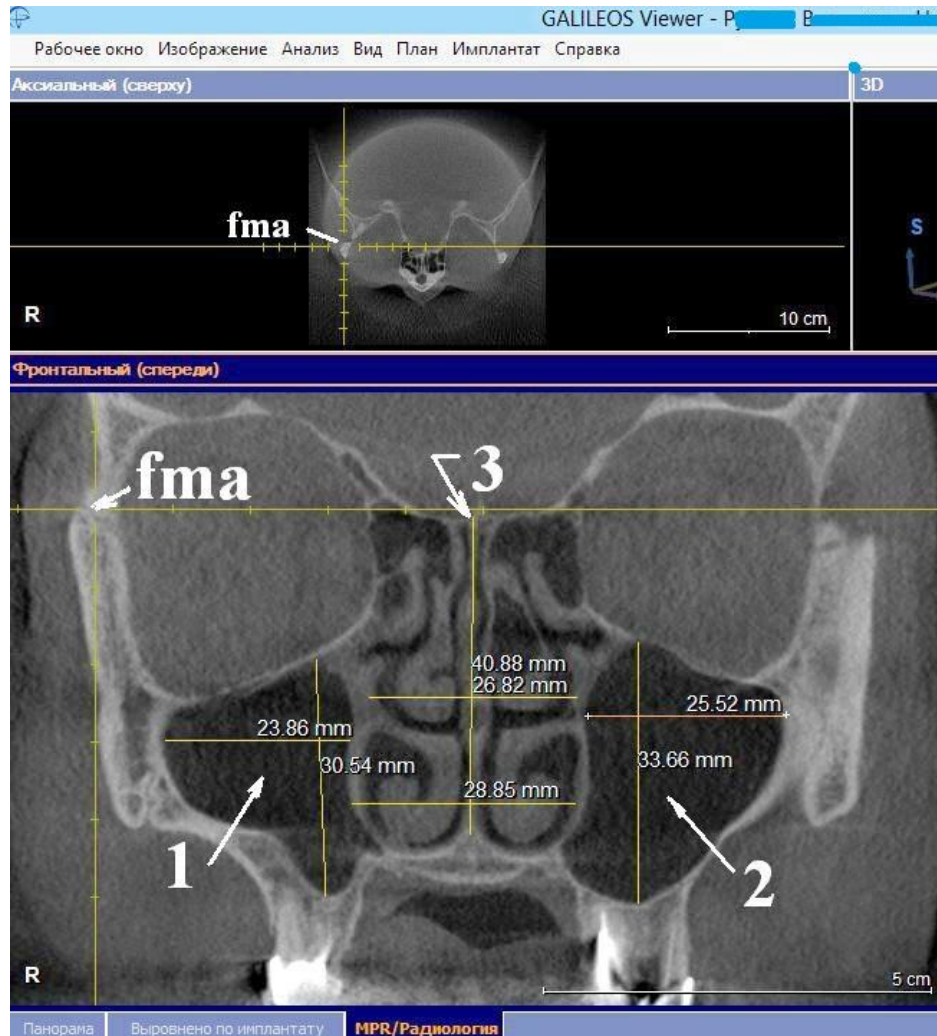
Параметры верхнечелюстных пазух, полости носа и решётчатой кости, получаемые по конусно-лучевой компьютерной томографии. Перекрестие сфокусировано в точке *fma*. Максимальные ширина и высота правой (1) и левой (2) верхнечелюстных пазух. Высота полости носа (3), от его основания до продырявленной пластинки решётчатой кости (или до основания петушиного гребня); ширина полости носа на уровне нижнего носового и среднего носового ходов. Аксиальный и фронтальный реформаты (срезы). Окно «MPR/Радиология».
